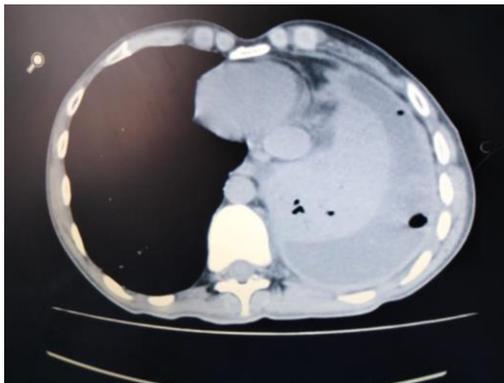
TAC torácica donde se muestra neumotórax extenso en el pulmón derecho
